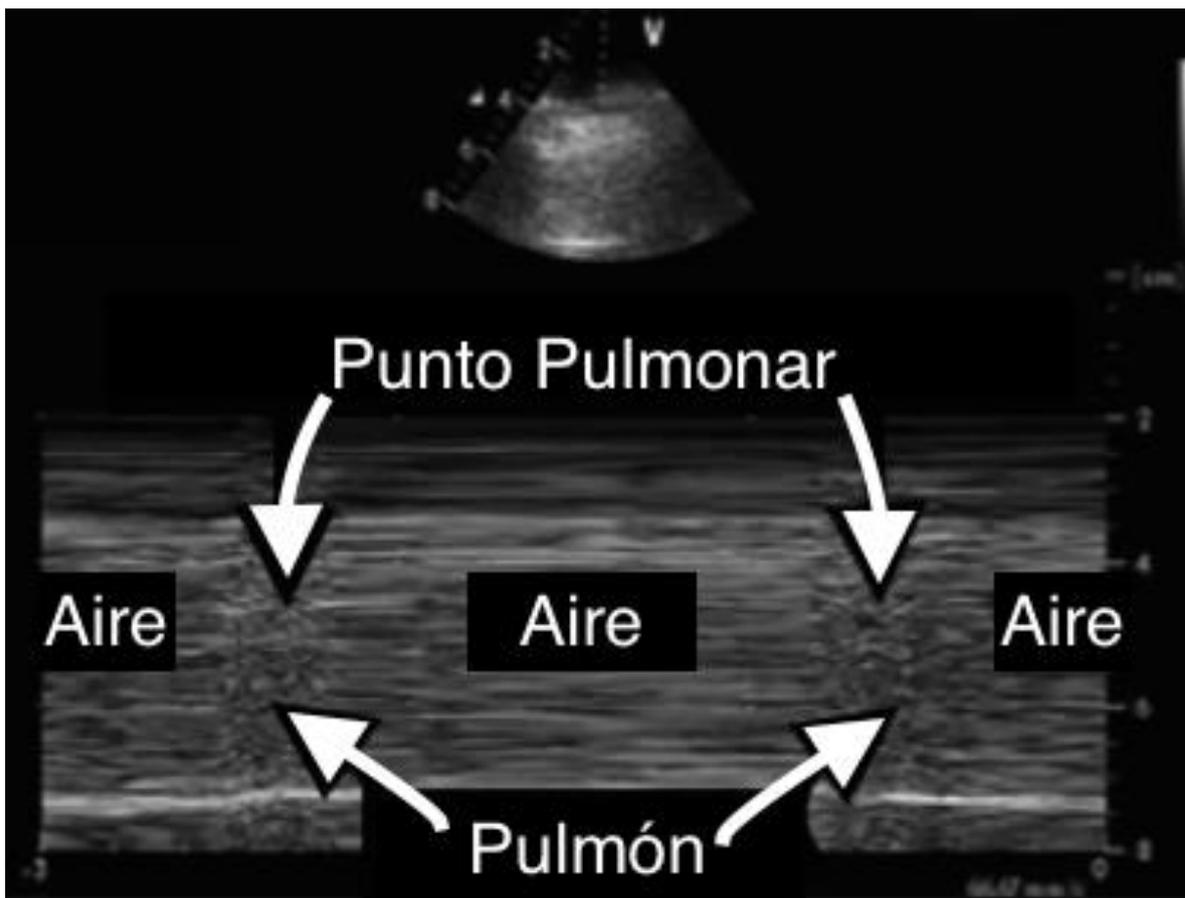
Ecografía donde se puede ver el punto pulmonar.
